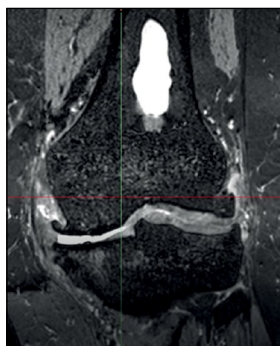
Данные магнитно-резонансной томографии больной Т.
